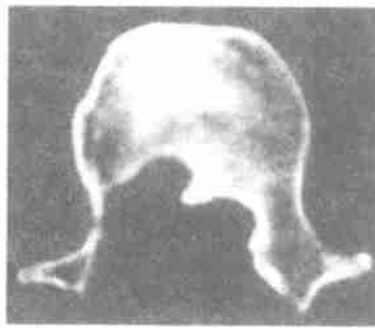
CT 片显示减压术后椎管横径大部分减压 (1/2 横径)
